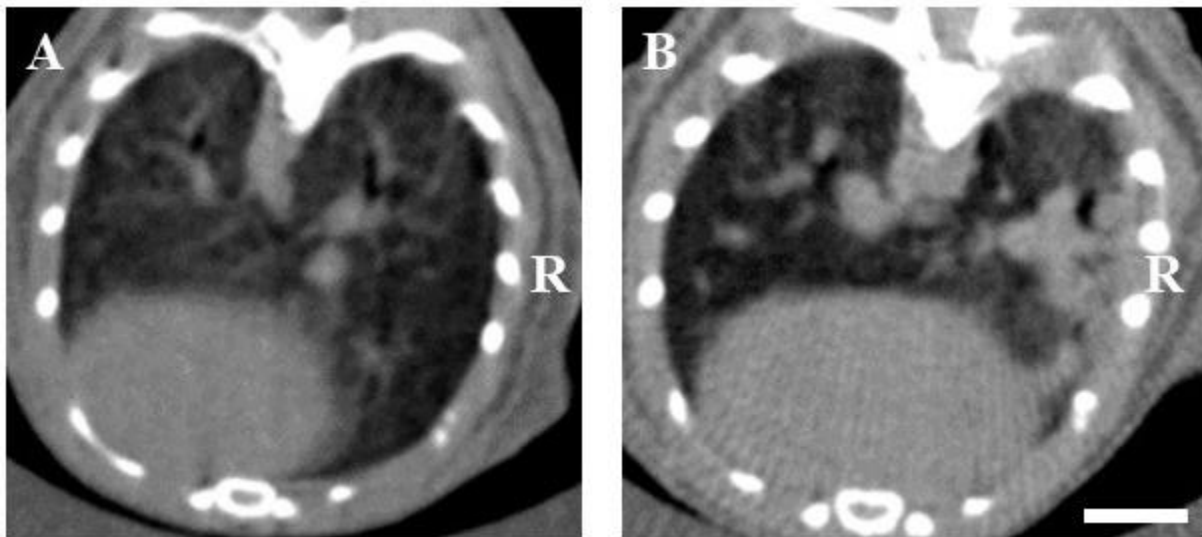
Vergleich der absorptionsbasierten Tomographien einer mit 20 Gy auf der gesamten rechten Lunge bestrahlten Maus unmittelbar vor (A) und 24 Wochen nach der Bestrahlung (B). In (A) sind keine strukturellen Veränderungen oder Verschattungen des Lungengewebes zu erkennen. Nach 24 Wochen kann man in Bildteil (B) eine deutliche Verschattung der rechten Lunge erkennen. Die linke Lunge zeigt auch 24 Wochen nach Bestrahlung keine eindeutigen pathologischen Veränderungen. (Längenbalken: 5mm)
